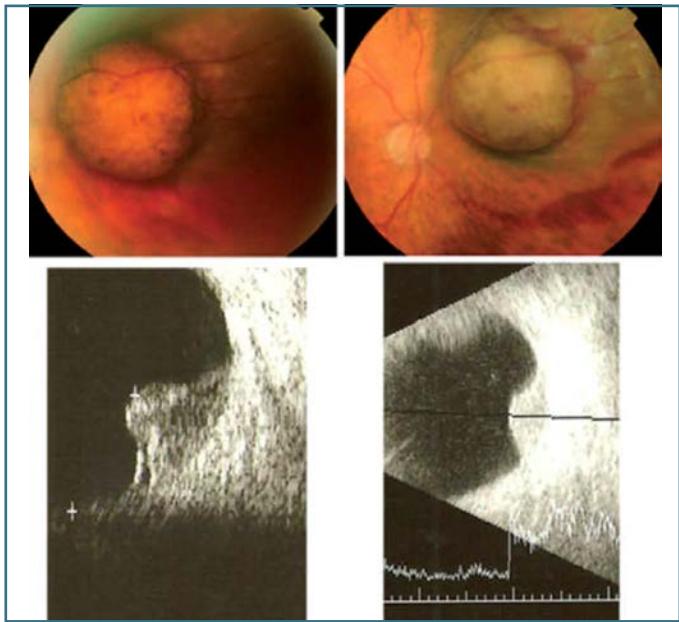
Evolución de un melanoma de coroides con morfología en champiñón, tras colocar una placa radiactiva de ^{125}I . La primera columna de la izquierda (retinografía+ecografía) corresponde al momento del diagnóstico. Dos años después del tratamiento, se observa una disminución en altura de la masa y una evolución a morfología nodular.
